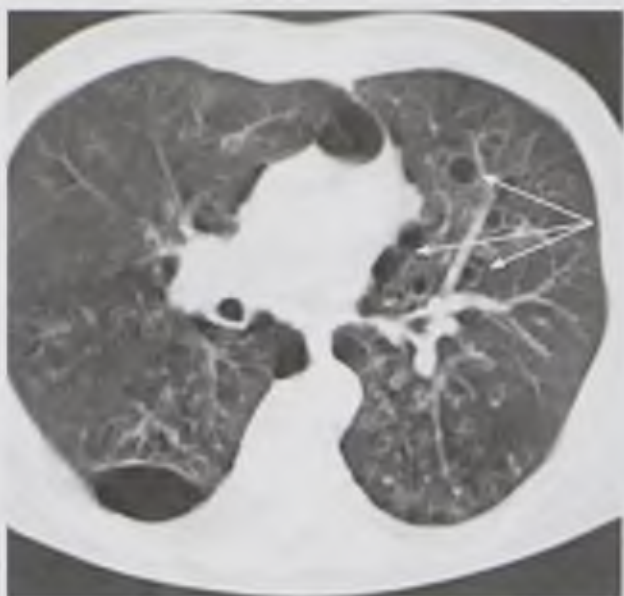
Компьютерная томограмма. Мешотчатые бронхоэктазы левого легкого (стрелки)
